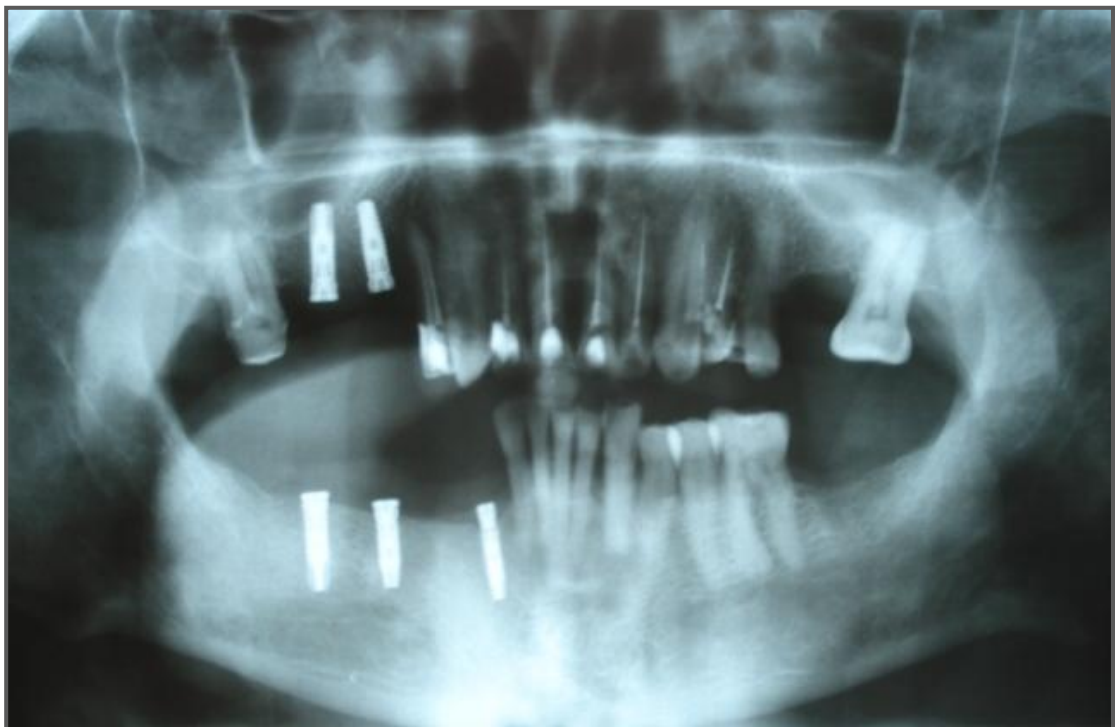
Radiografía Panorámica donde se muestran los 5 implantes después de 6 meses de la colocación. Fuente directa
